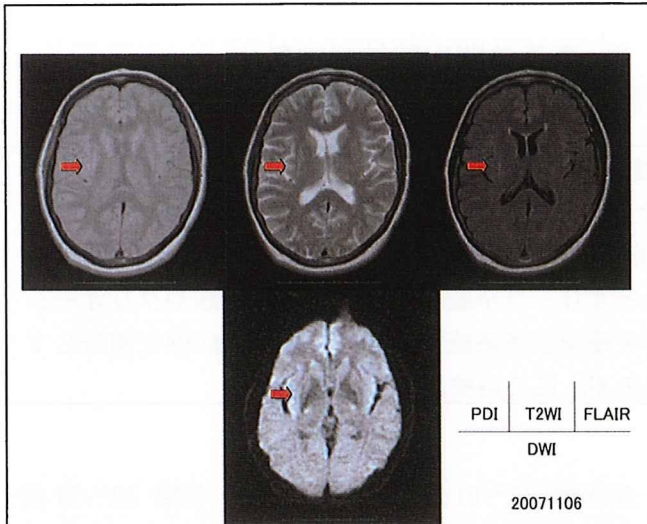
入院時頭部 MRI 画像 右被殻の萎縮と同部外側に T2WI と FLAIR で高信号, DWI は低信号のスリット状域を認める.
